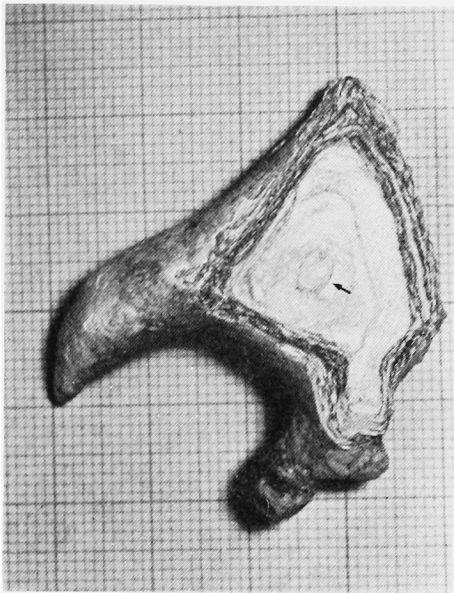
は X-ray にて下腎杯頭部に不整形の大きな核部分があり、これを切った断面であるが、ほかの部分と異なった不整形の核部が確認され、形態的に蓆酸カルシウム (CaOX) と推察され、後の分析にて CaOX (2 水化物) が確認された。また同結石は上腎杯部には小結石を包みこんだと推察される構造がみられる。
